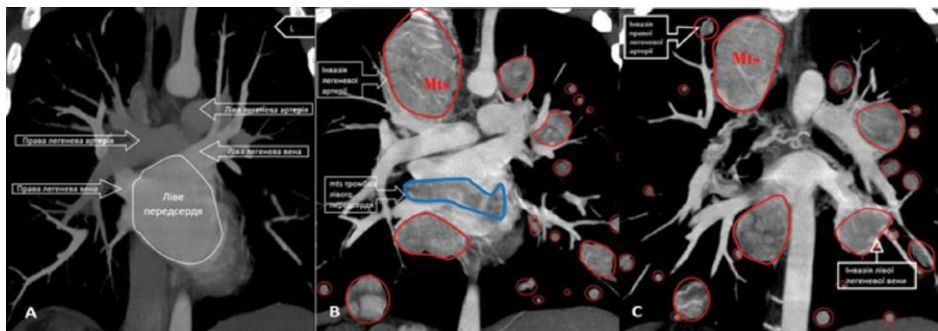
Контрастні КТ-зображення у фронтальних площинах (А; В; с); без патологічного ураження (А) – 13. 07. 2021 р.; множинне mts-ураження обох легень (В; с) – 03.06.2023 р.; Mts-тромбоз лівого передсердя (В); Mts-інвазія легеневих артерії та вен (В; с) – 03.06.2023 р.
